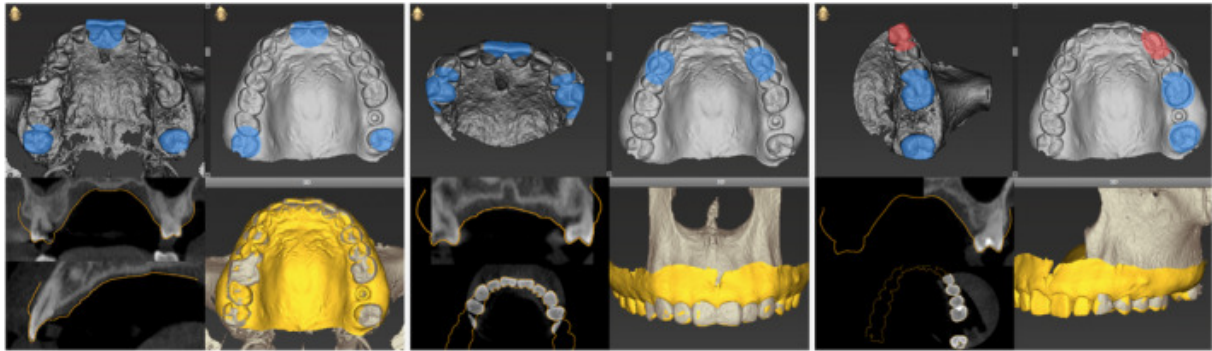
Distribution des points de référence entre le CBCT et le scan intra-oral. La distribution des points dans le CBCT grand Fov est plus grande que dans les petits Fov [9].
